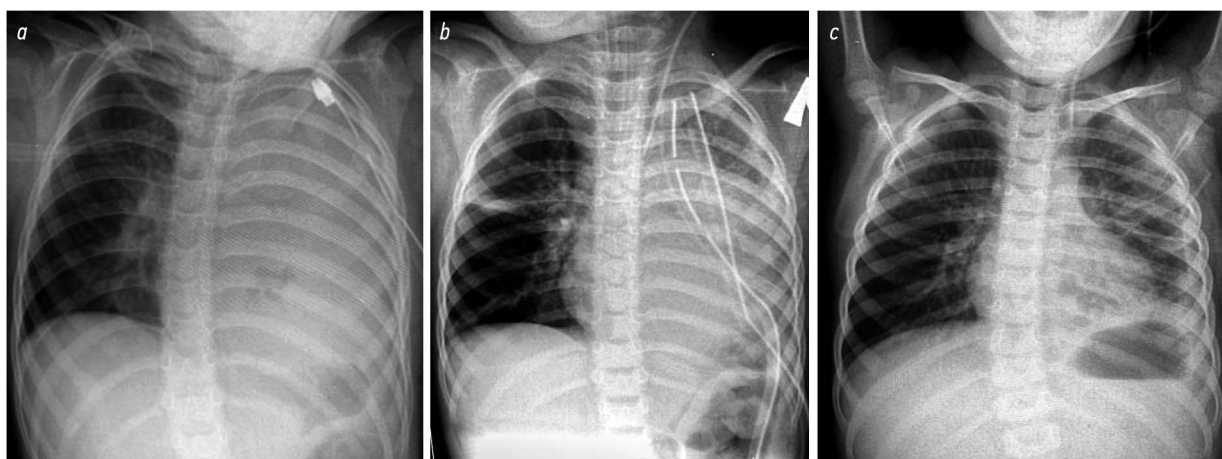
Рентгенограммы органов грудной клетки больной К., 5 лет (основная группа): *a* — до операции, *b* — на 1-е сут после операции; *c* — на 7-е сут после операции.
